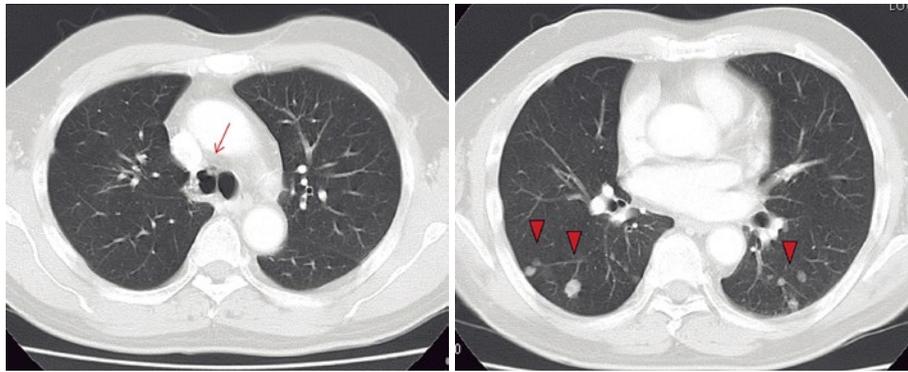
入院時胸部 CT. 気管から左右主気管支壁に沿って小結節陰影の散在を認めた (→). 両肺野に最大径 1 cm 以下の小結節陰影の散在を認めた (▽).
